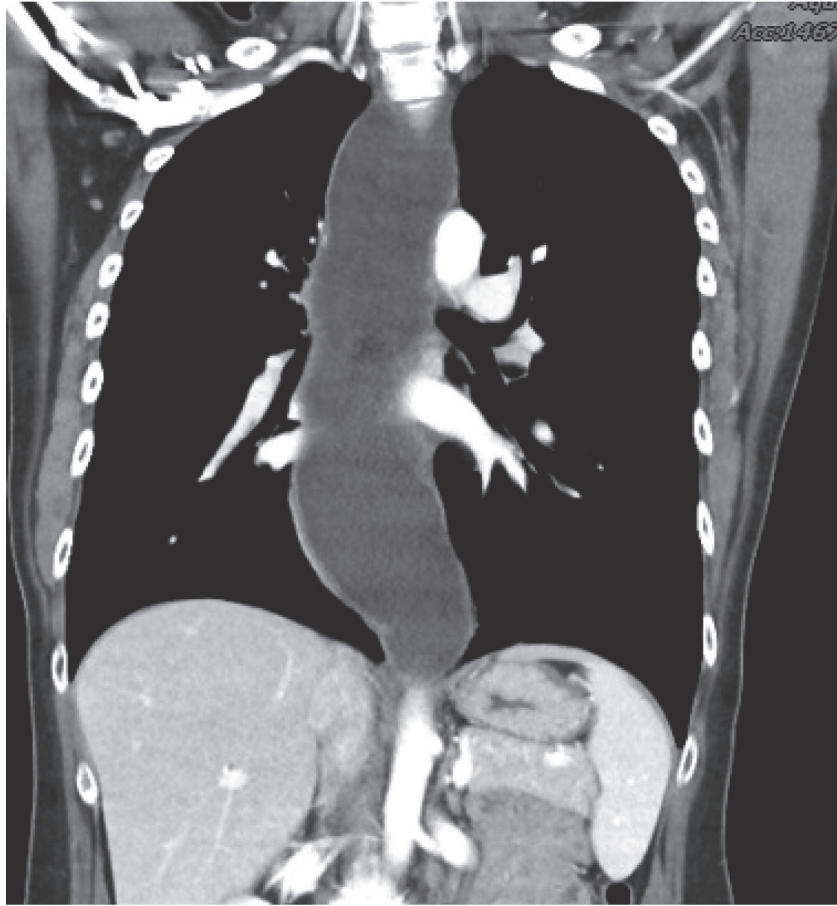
The chest CT demonstrated that dilatation of esophagus is noted from level of thoracic inlet extend to E-G junction, compatible with clinical diagnosis of achalasia.
